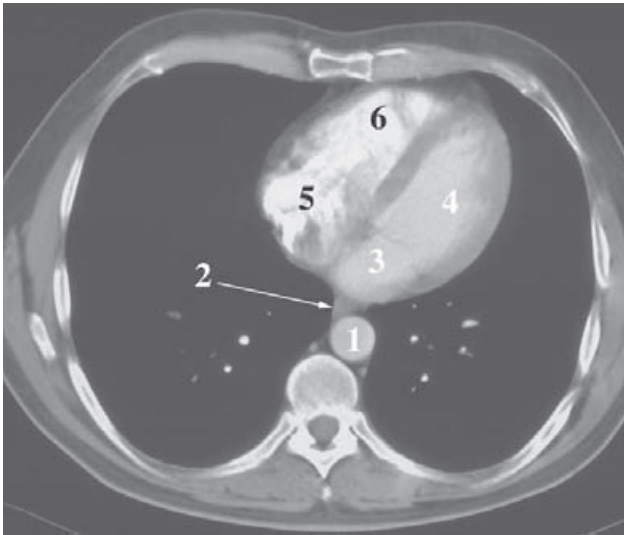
TC de la cavidad torácica a nivel de T7. 1) Aorta torácica descendente; 2) esófago; 3) aurícula izquierda; 4) ventrículo izquierdo; 5) aurícula derecha; 6) ventrículo derecho.
